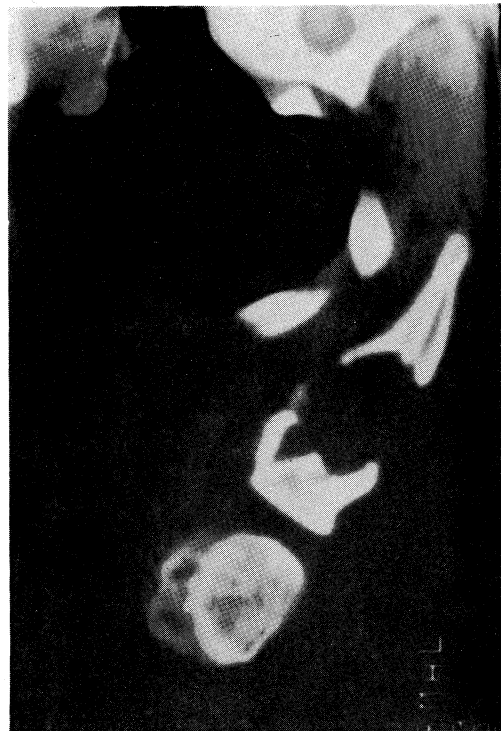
CT scan of the right scapula showing reactive thickening and osteolytic oval-shaped lesion.
